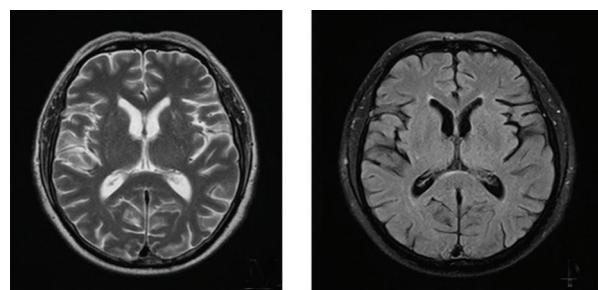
头部MRI(2018-07-09,出院后1月余):胼胝体压部长 T_2 信号基本消失
